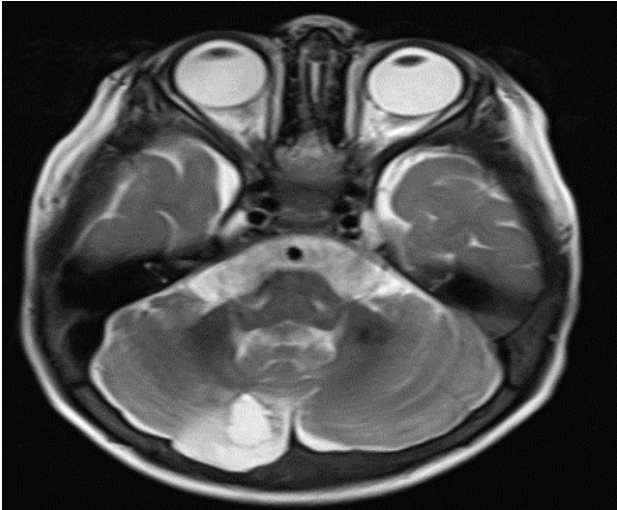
T2-weighted axial cranial MR image with cystic encephalomalacia in the right cerebellar cortex in a 2-year-old male patient.
